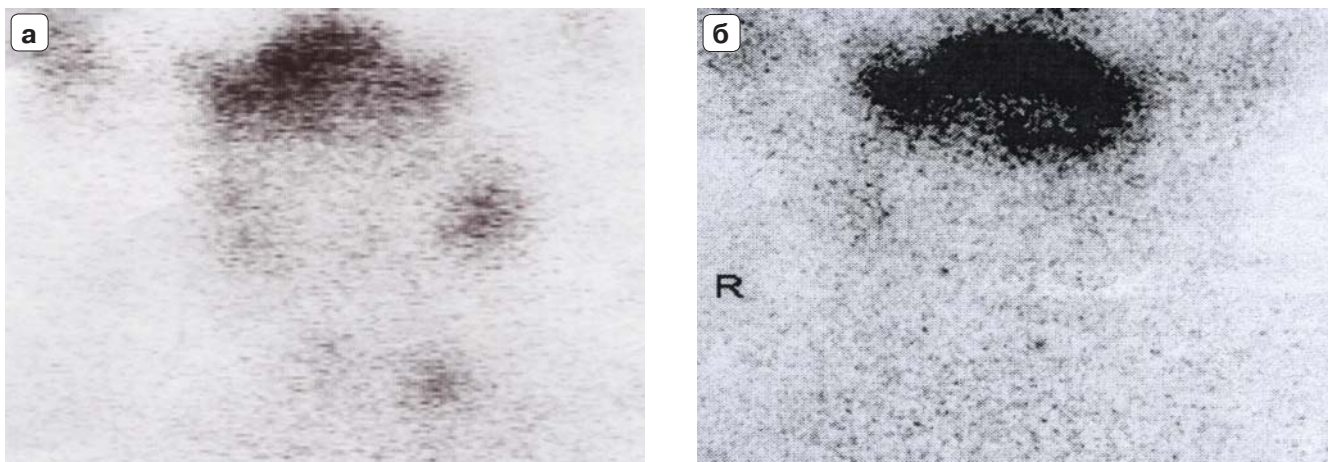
Сцинтиграфия ЩЖ ^{123}I у больной М. через 2 нед (а) и 6 мес (б) после операции.
